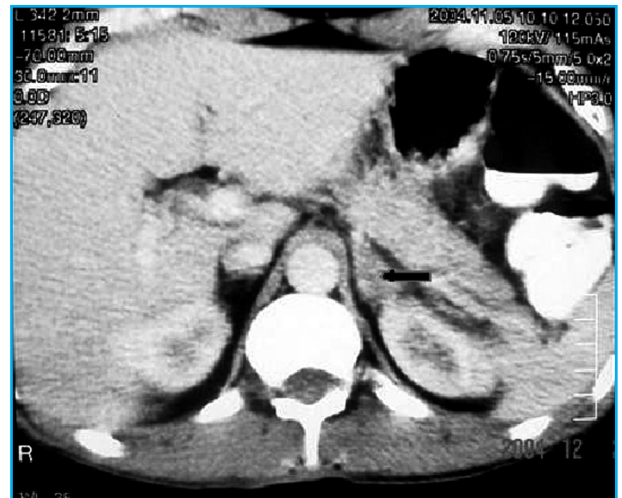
TC de abdome mostrando supra-renal esquerda aumentada, com coeficiente de atenuação reduzido e captação heterogênea do contraste (seta).
